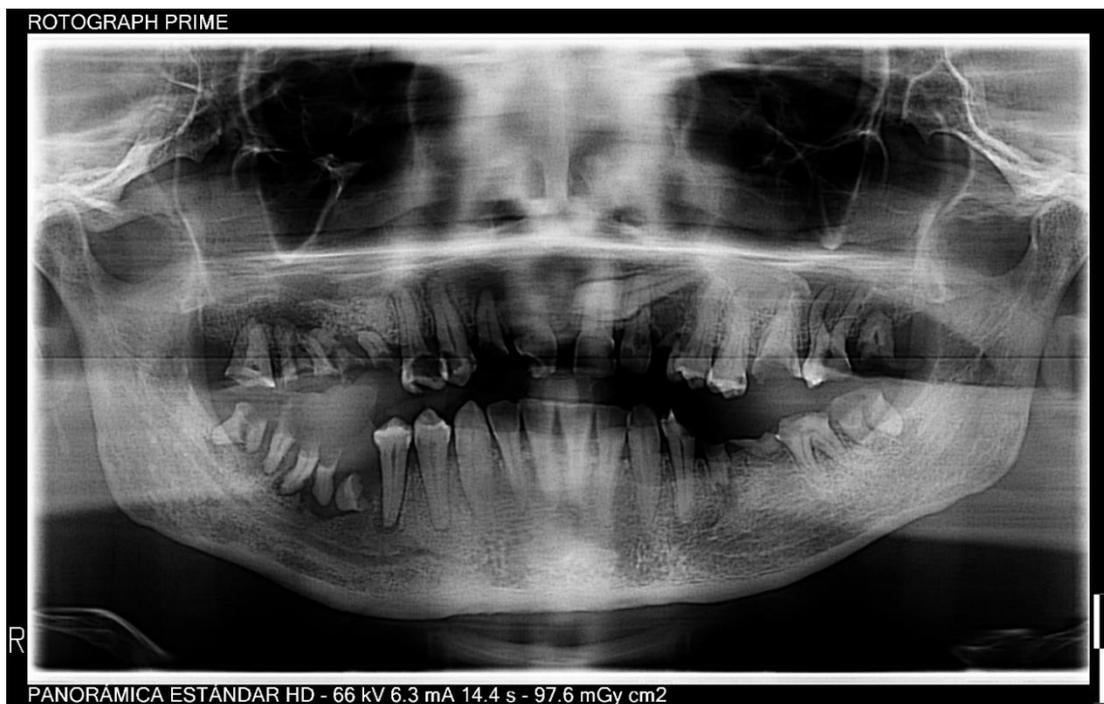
Radiografía panorámica de julio 2024
